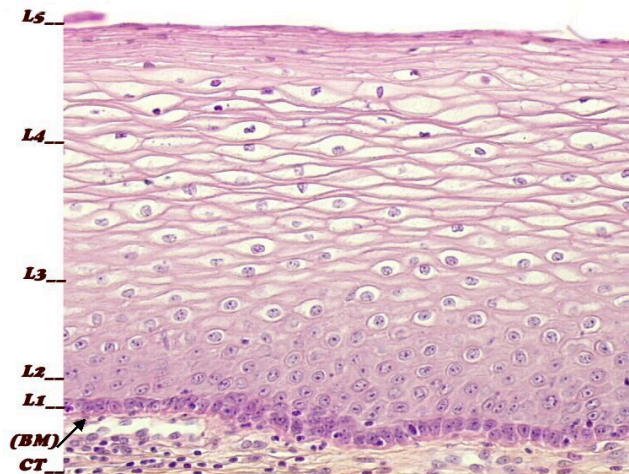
Estrutura da ectocérvice. CT= tecido conjuntivo, BM= membrana basal, L1=células basais (1 camada), L2= células parabasais (2 camadas), L3= células intermediárias (cerca de 8 camadas), L4= células superficiais (5 a 6 camadas) e L5= células descamativas⁽²⁹⁾
